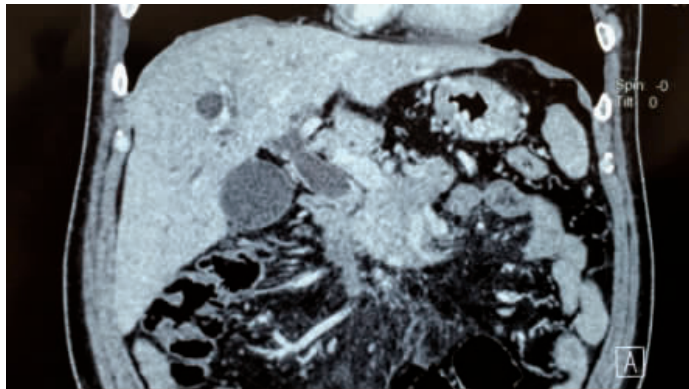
患者 2011 年 4 月的 CT 显示胰头部占位伴胆道梗阻。
